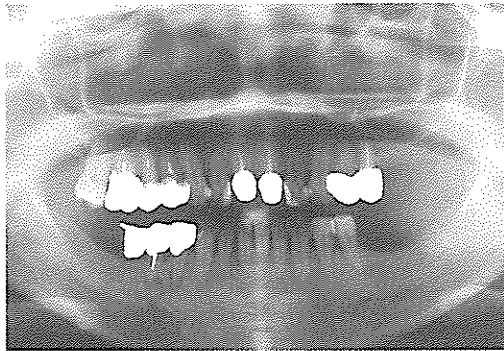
양측 제2 소구치 치근단 부위에 방사선 투과 및 불투과 혼합병소를 보이는 치근단 백악-골 이형성증
